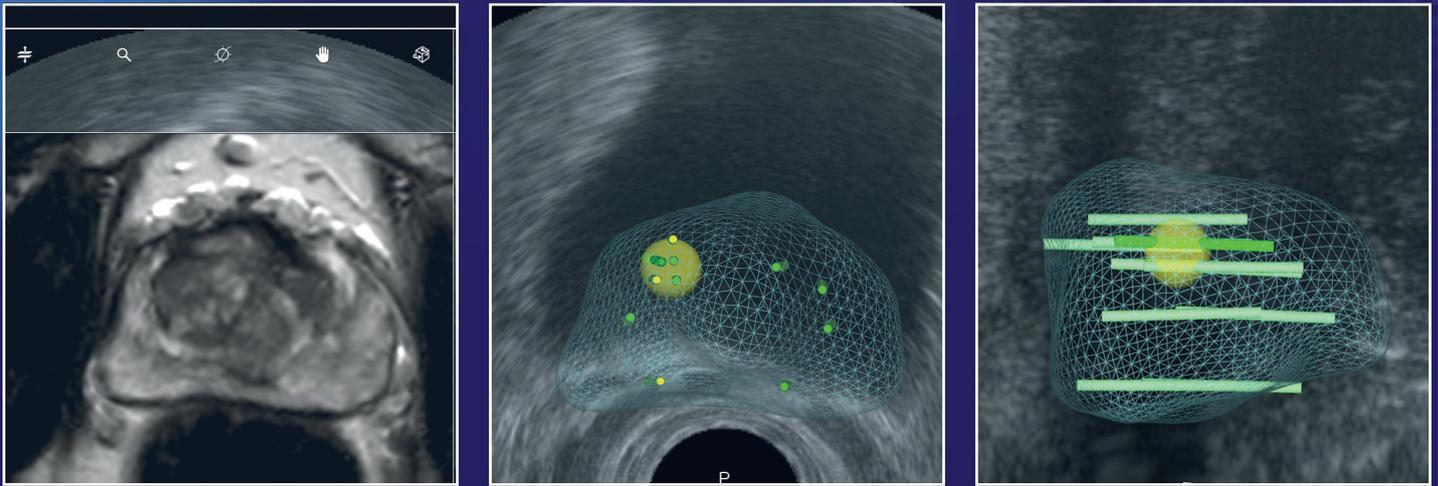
MRT-/TRUS-Fusionsbiopsie: Aus der MRT (transversal) mit anterior gelegener Läsion erstellt der Urologe ein 3D-Modell der Prostata inkl. suspekter Areale (gelb markiert). Diese können dann stereotaktisch mittels transrektaler Sonografie zielsicher (transversal und sagittal) biopsiert (grüne Biopsiekanäle) und gespeichert werden
